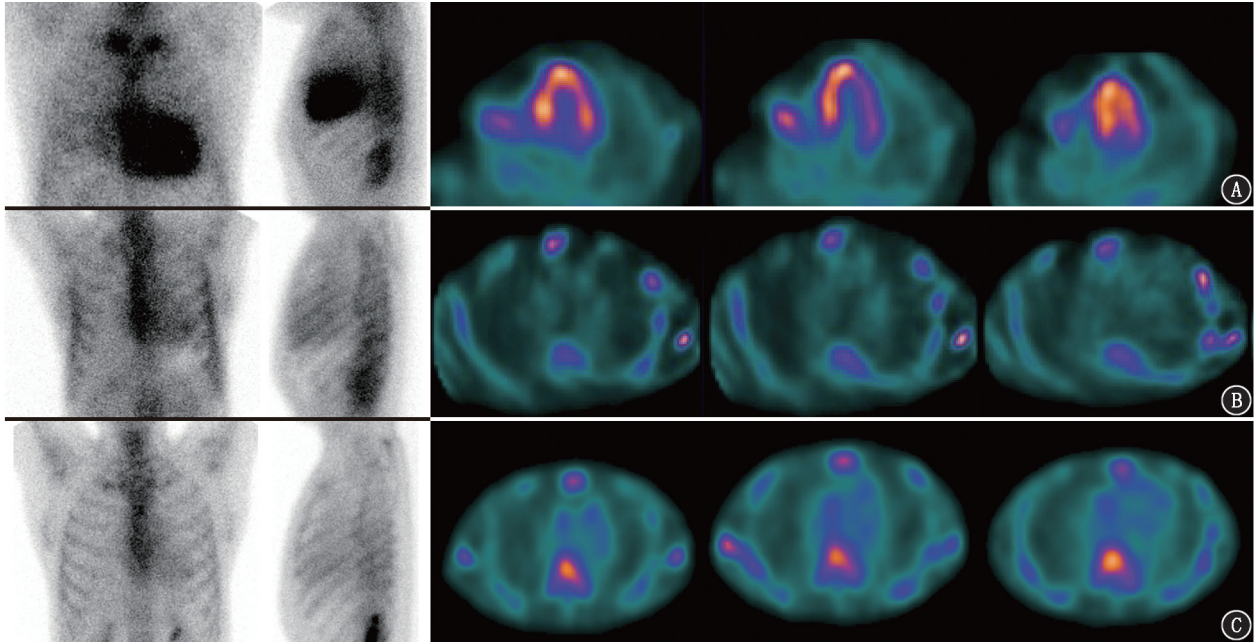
研究对象⁹⁹Tc^m-焦磷酸盐(PYP)SPECT 显像图。A.转甲状腺素蛋白型心脏淀粉样变(ATTR-CA)患者(男,68岁;Ala97Ser 基因突变)。平面显像胸部正位及左侧位图示心肌显像剂摄取明显增高,视觉评分为3分,心脏/对侧肺摄取比值(H/CL)=2.28,骨骼摄取降低,胸部 SPECT 断层显像示心肌显像剂摄取增高;B.肥厚型心肌病(HCM)患者(男,65岁),平面显像胸部正位及左侧位图、SPECT 断层显像图均未见心肌明显摄取显像剂,视觉评分1分,H/CL=1.26;C. ATTR-CA 患者(男,49岁;Gly83Arg 基因突变),平面显像胸部正位、左侧位图及胸部 SPECT 断层显像图均未见心肌明显摄取显像剂,视觉评分1分,H/CL=1.25
